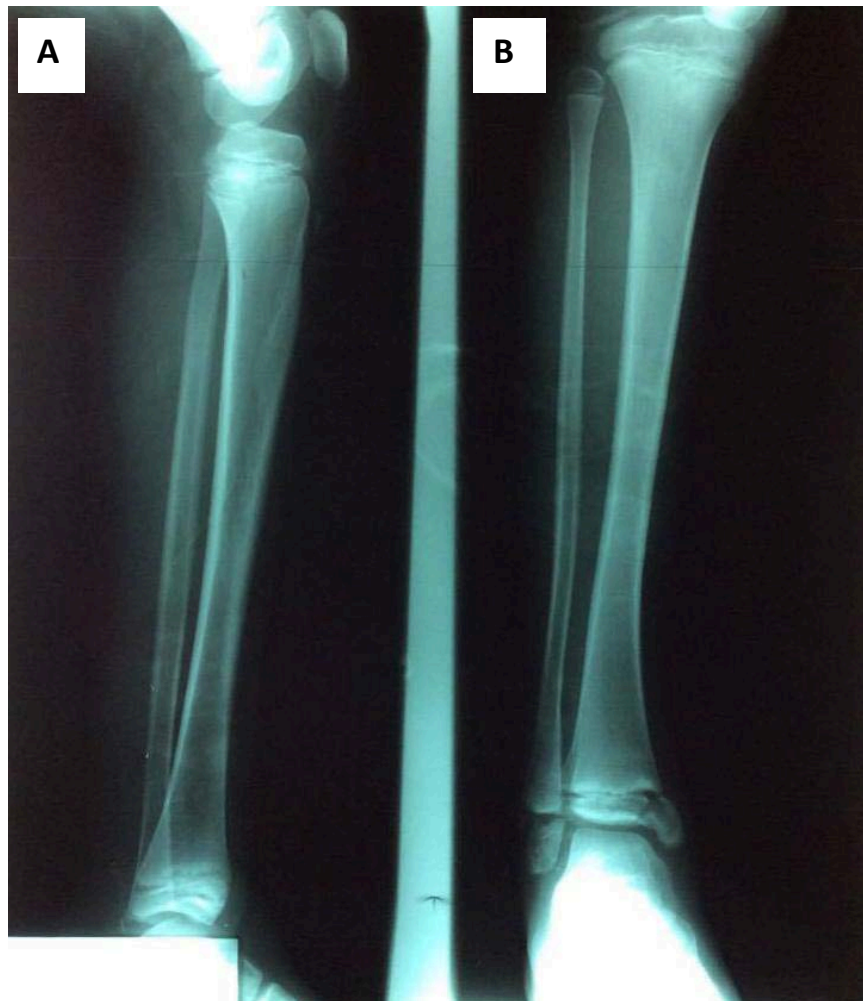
radiographies de la jambe droite prenant la cheville et le genou face (B) et profil (A) montrant une fracture de Mac Farland (SH III) associée à une FDE SH I de la fibula homolatérale chez une fille de 7ans.
